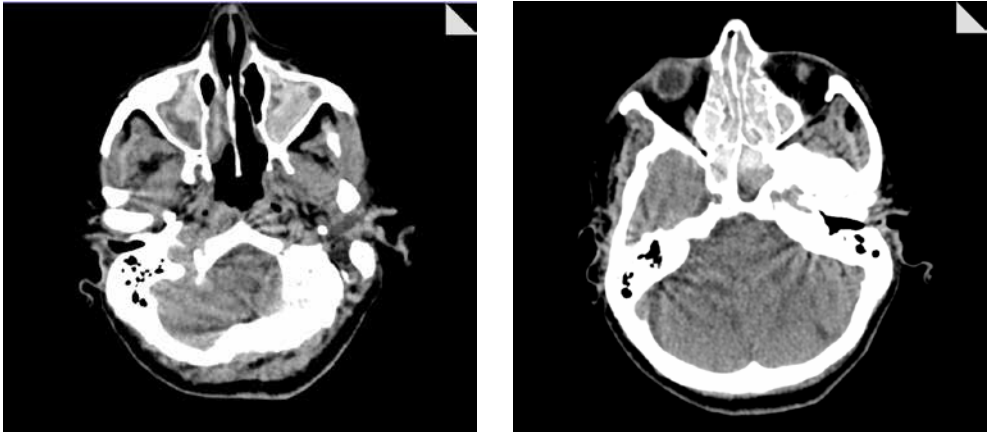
TAC cráneo/senos paranasales: Ocupación completa por material de densidad de partes blandas e hiperdenso, de senos maxilares, esfenoidales, frontales y celdas etmoidales, en relación con pansinusupatía.
